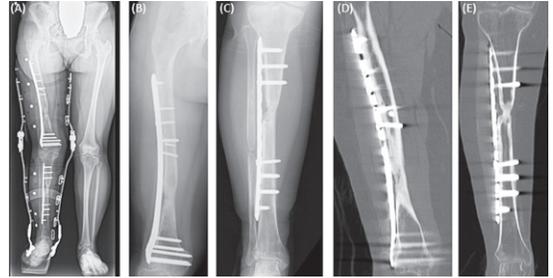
最終観察 術後14か月時 X-p, CT
